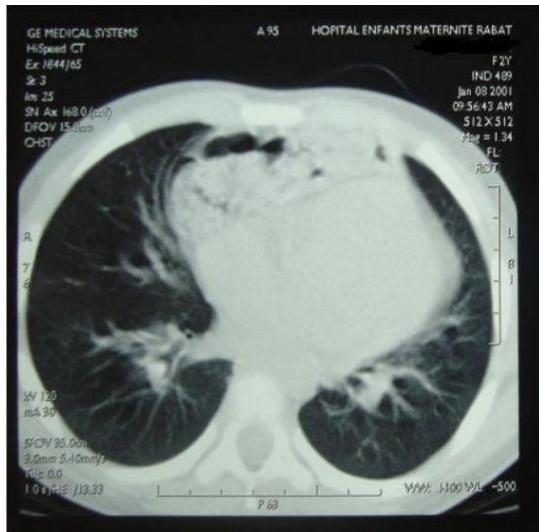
Une TDM thoraco abdominale d'une hernie diaphragmatique de Larry- Morgani
